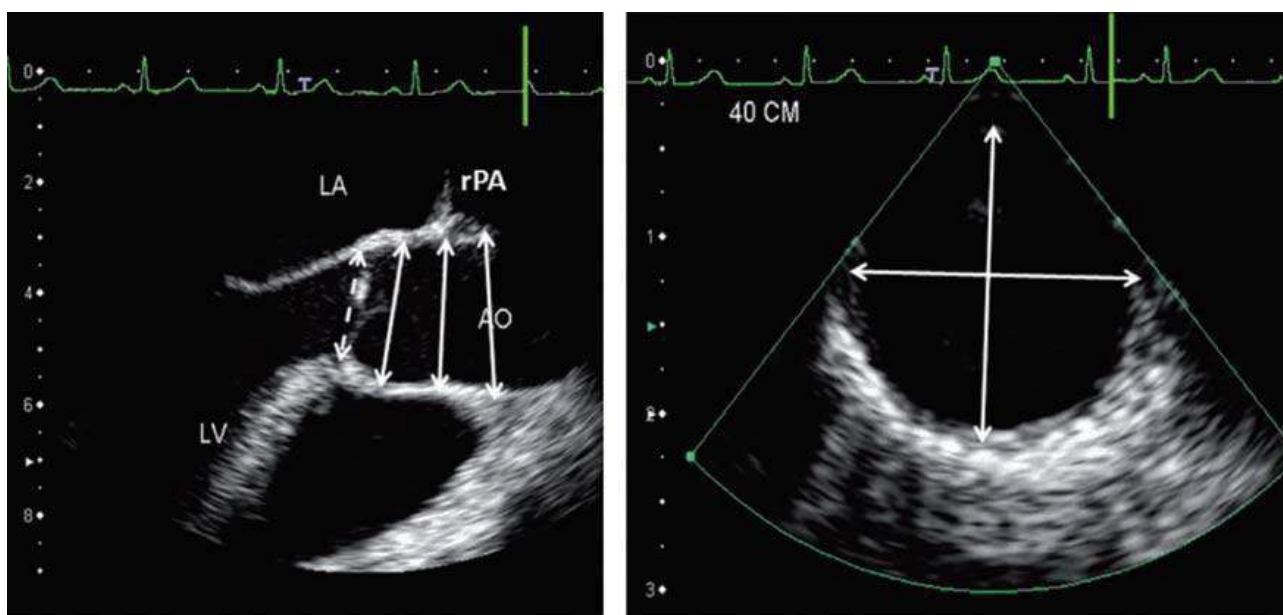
Чреспищеводная эхокардиография. Измерение корня аорты по длинной оси в поперечном разрезе восходящей и нисходящей аорты, с указанием точек измерения диаметра: синусов Вальсальвы, начало восходящей аорты, восходящей аорты на уровне правой легочной артерии; диаметр кольца аорты.
